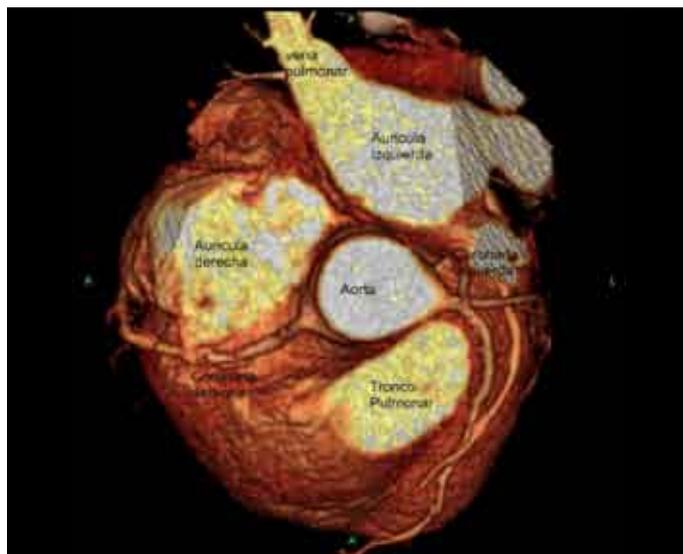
Angiografía coronaria con CT multicorte.
